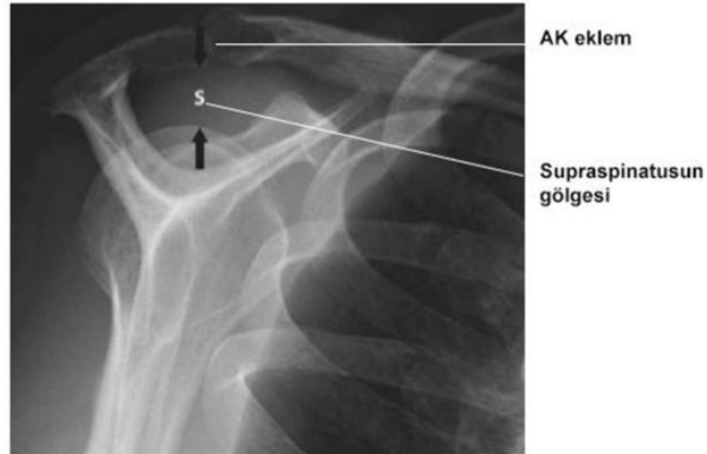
Omuz AP grafisi
